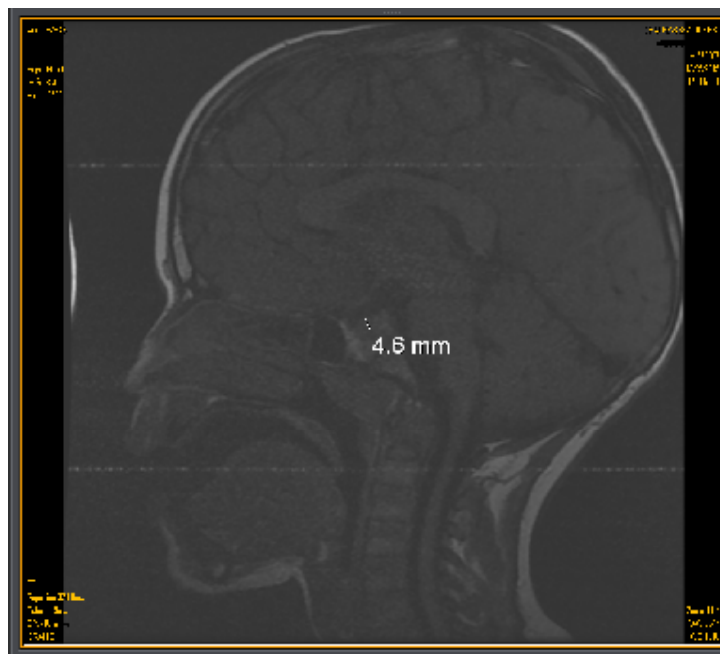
image IRM d'une coupe sagittale en T1 montrant une hypophyse grêle
